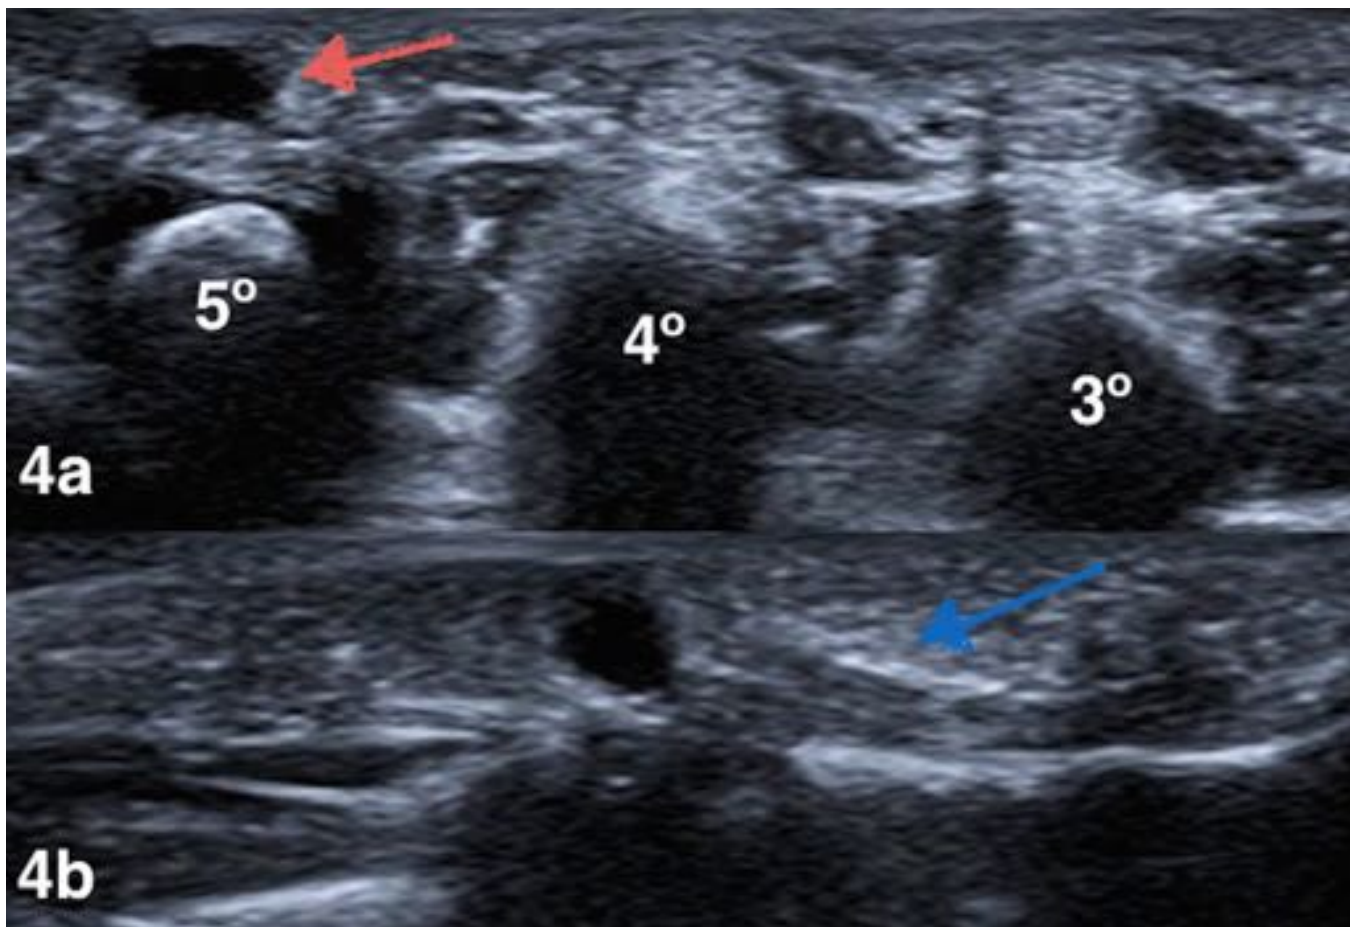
4a y 4b) Nódulo quístico (flecha roja) localizado sobre la articulación metacarpofalángica del 5° dedo de la mano, sin flujo Doppler color interno que se comunica a través de un trayecto fino con la articulación, en relación con quiste sinovial.
